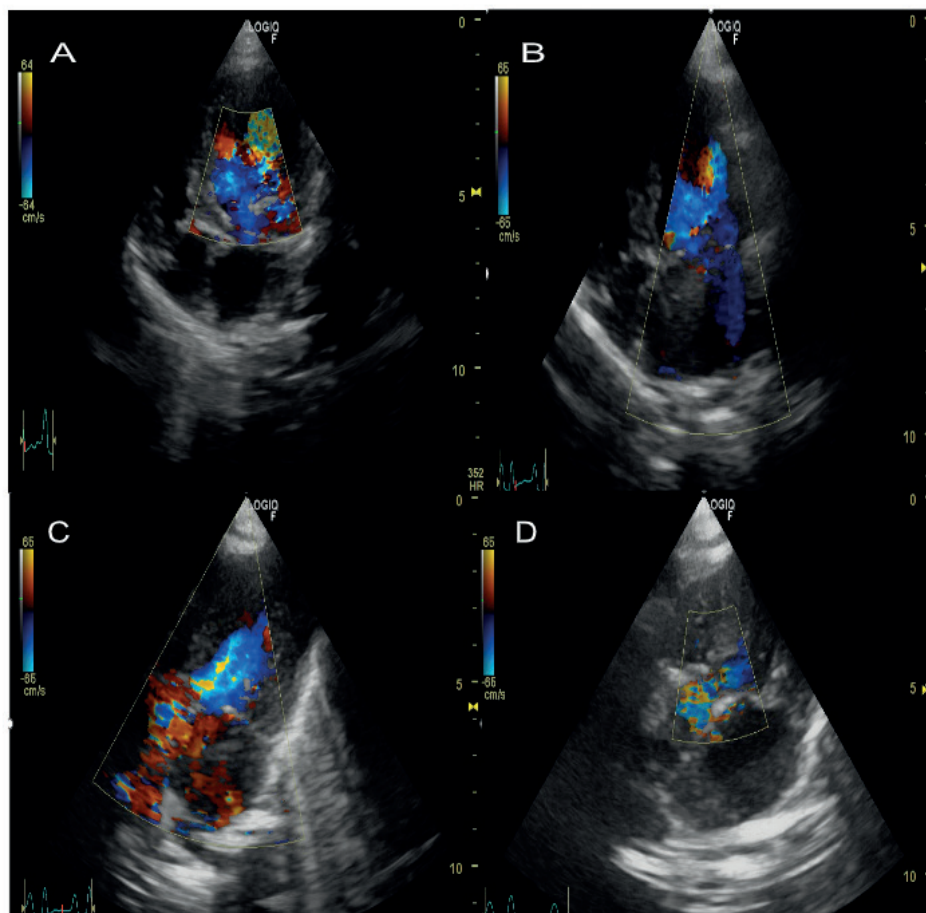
Left parasternal window, apical two chamber view. A: LV turbulent ejection flow and its respective outflow tract. B: Severe mitral regurgitation. C & D: Turbulent aortic systolic flow due to the aortic stenosis, respective aortic regurgitation caused by the aortic insufficiency secondary to the inadequate closure of the valve.
